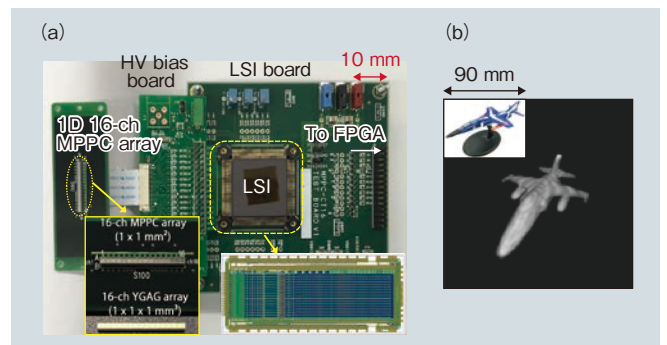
開発したアレー型 MPPC-CT システム (a) アレー型 MPPC-CT システム外観 (b) ターゲットの 3 次元 X 線 CT イメージ
